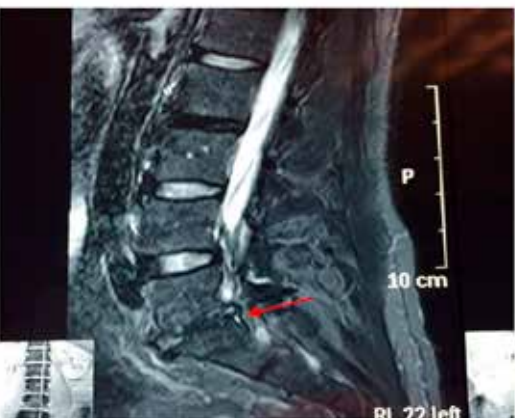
MRI pre tratamiento caso 4
